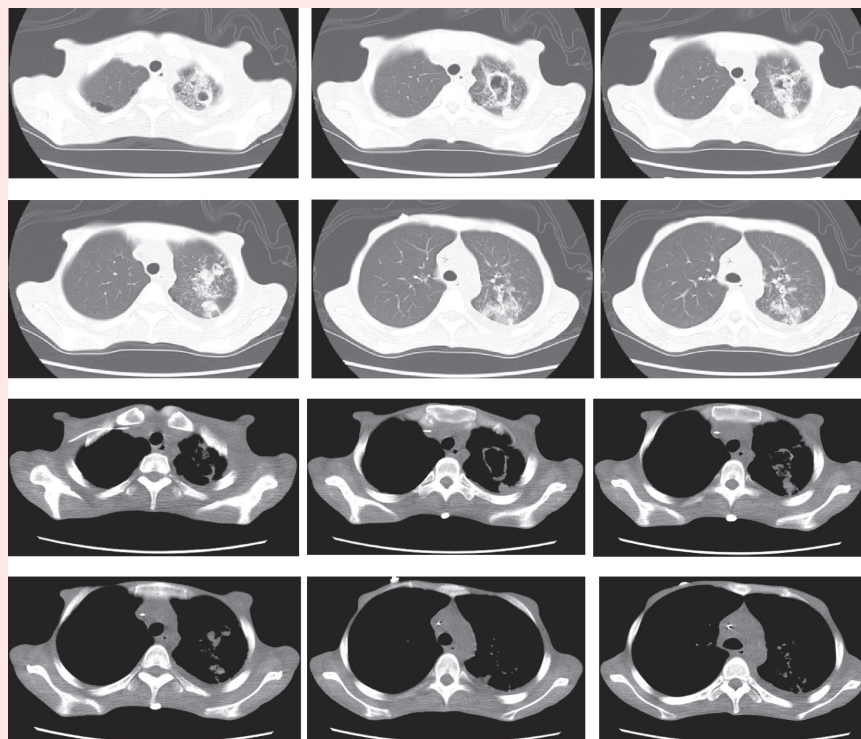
影像学资料——2021.3.23(入院10天)复查肺部CT
